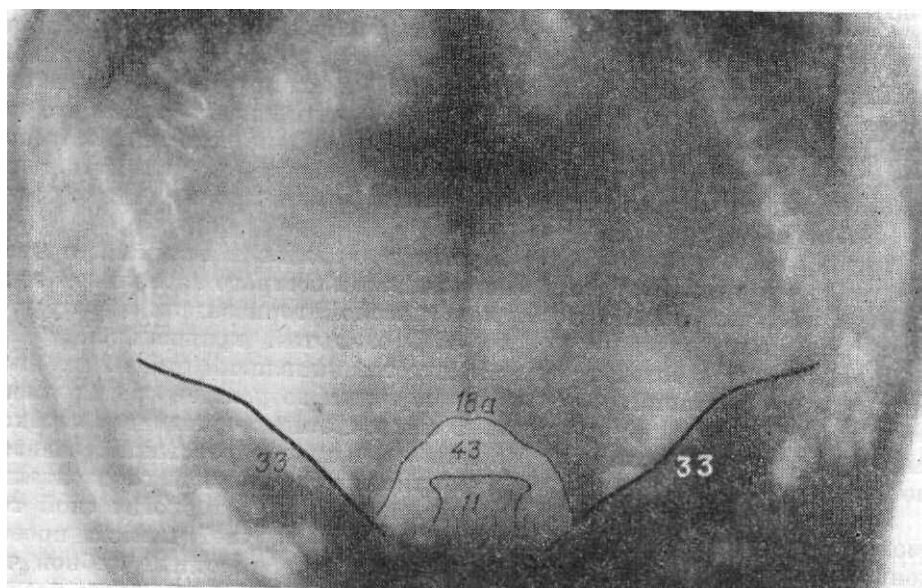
Рентгенограмма черепа в задней полуаксиальной проекции
